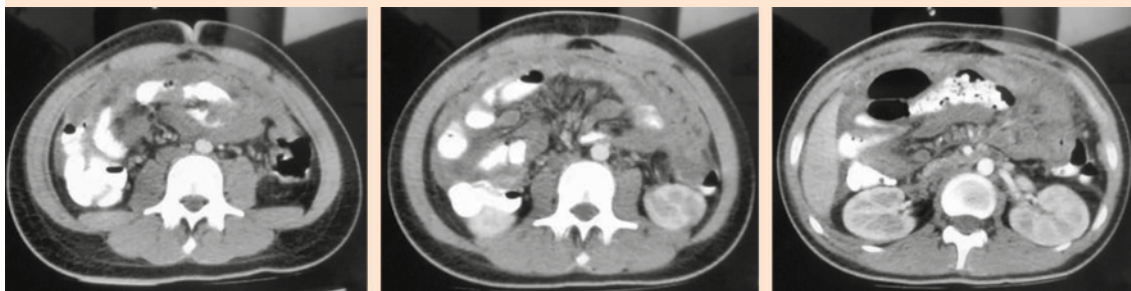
Tomografía computada abdominal con contraste que evidencia conglomerado en la región central del abdomen.
